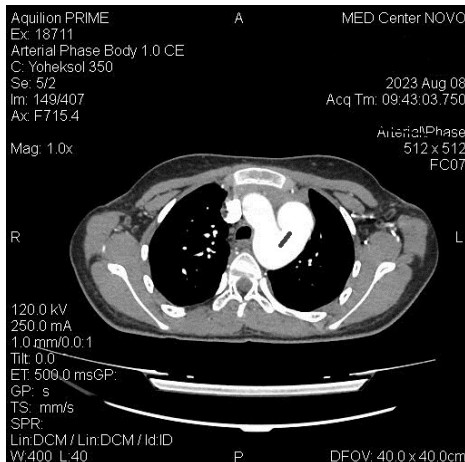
Комп'ютерна томографія: дефект аорто-легеневої перегородки (aortopulmonary septal defect, APSD)
